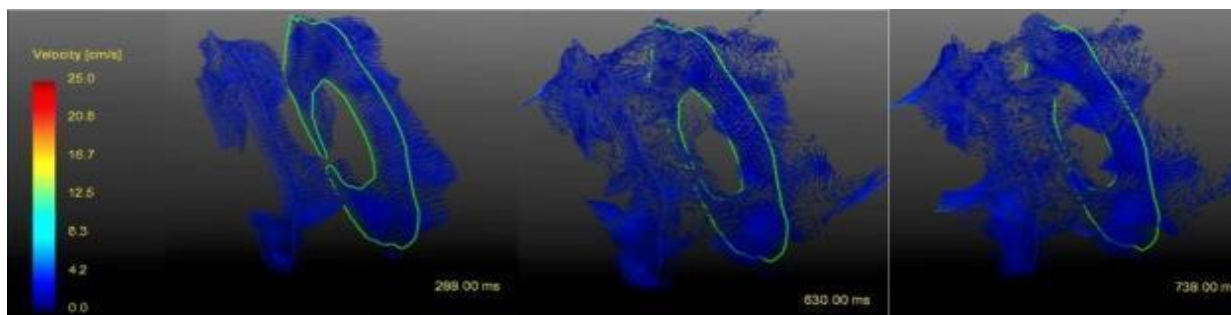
Изображение методики ФК-МРТ в 4-х мерном режиме добровольца на уровне большого затылочного отверстия демонстрирует разнонаправленный поток цереброспинальной жидкости на протяжении сердечного цикла с преобладанием антеградной и ретроградной составляющих и наличием боковых течений
